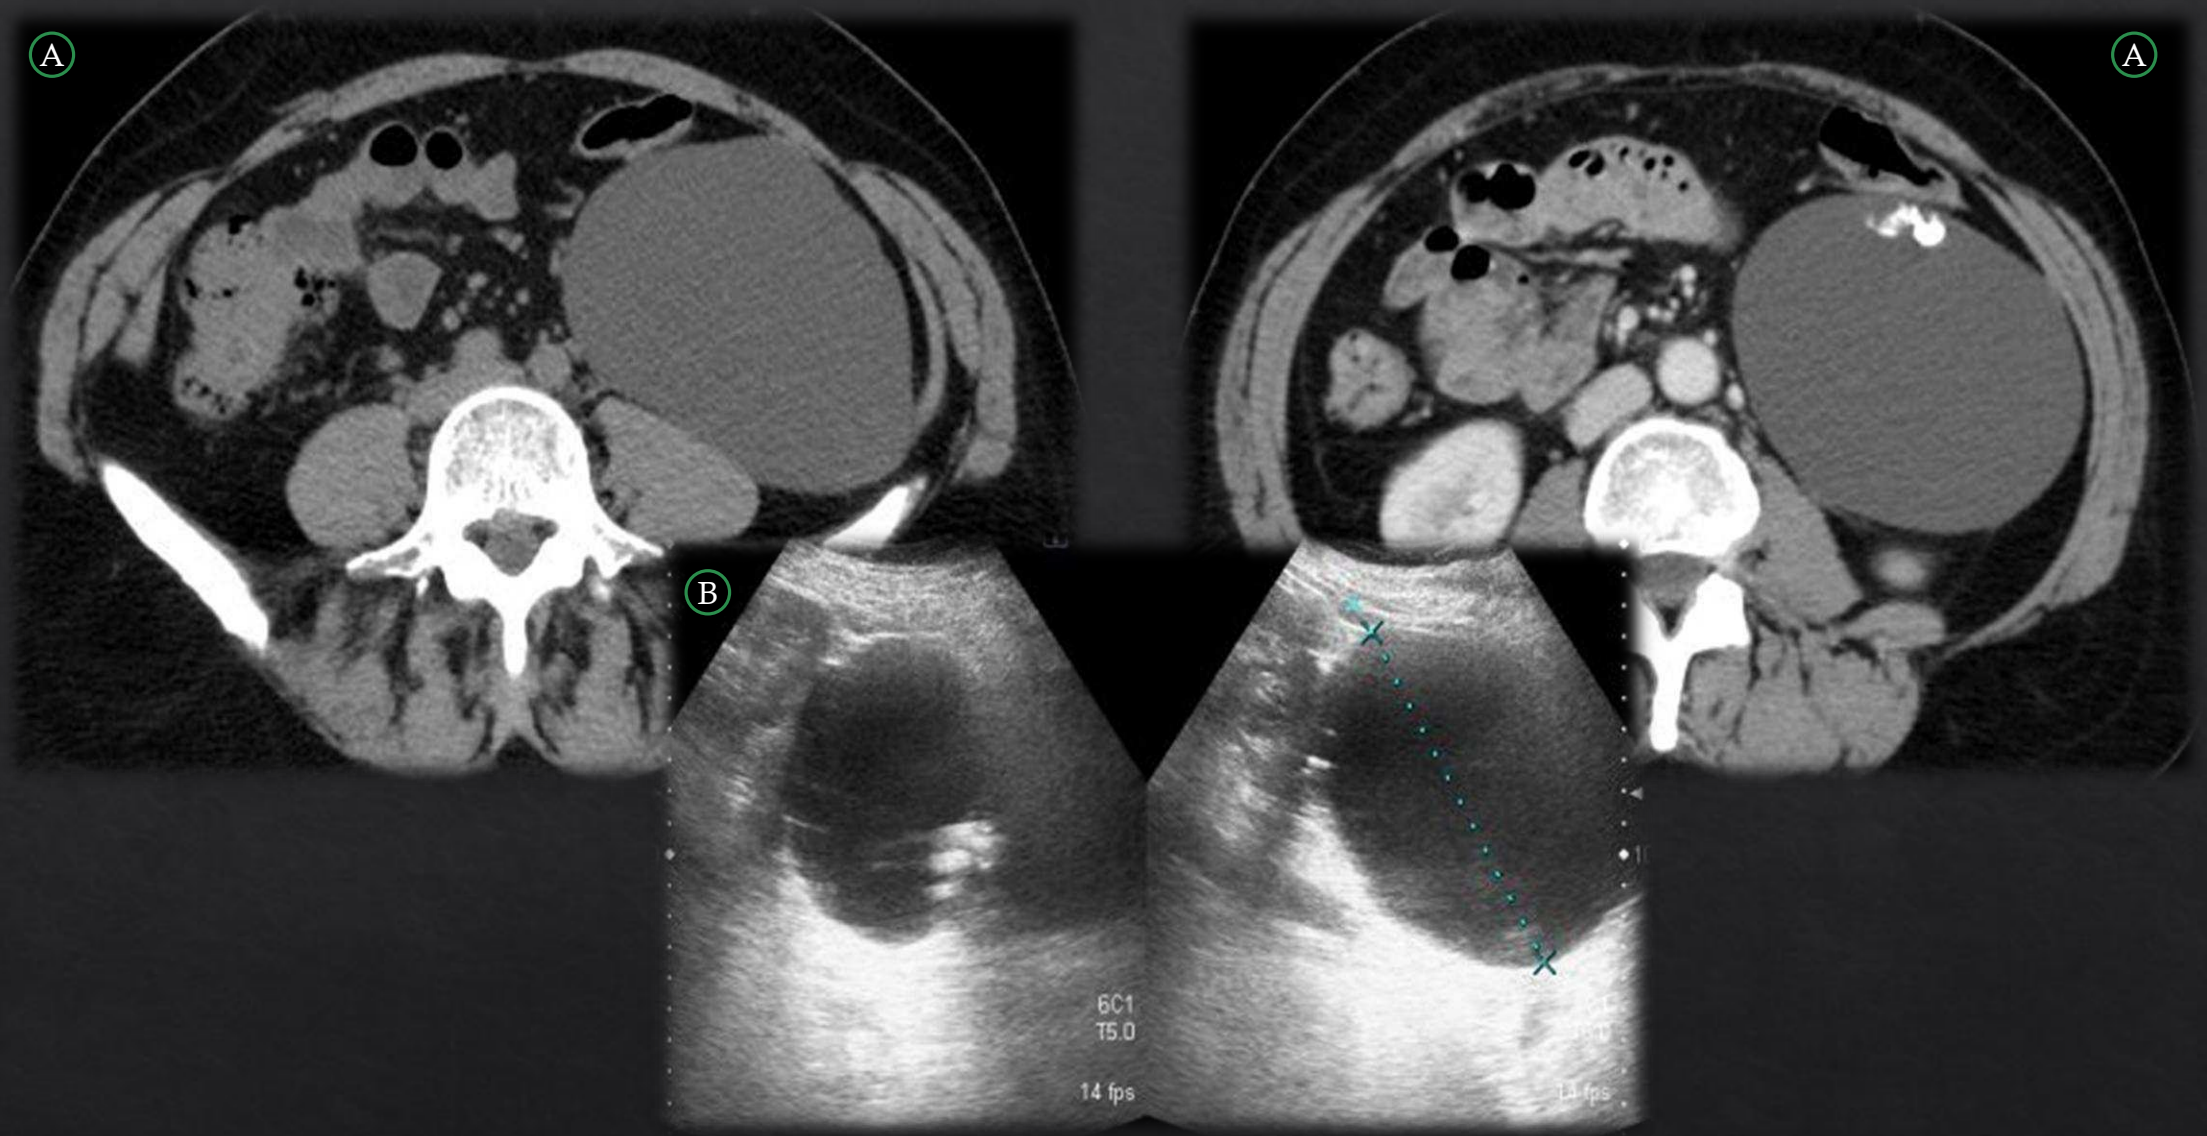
A. TC sin y con contraste endovenoso en fase portal, presentando dos cortes en plano axial, B. US con ventana doble. Voluminosa masa quística retroperitoneal izquierda, posterior al colon izquierdo al que desplaza anteriormente, con pequeñas calcificaciones en su pared, que contacta con la pared anterior del polo inferior del riñón izquierdo sin depender del mismo. Masa quística unilocular anecoica con focos hiperecogénicos en su interior sugestivo de calcificaciones.
